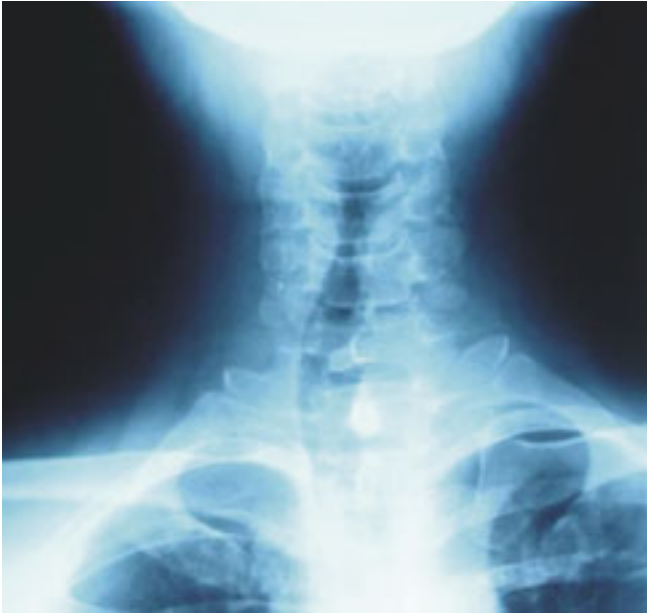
Radiografía de cuello.
